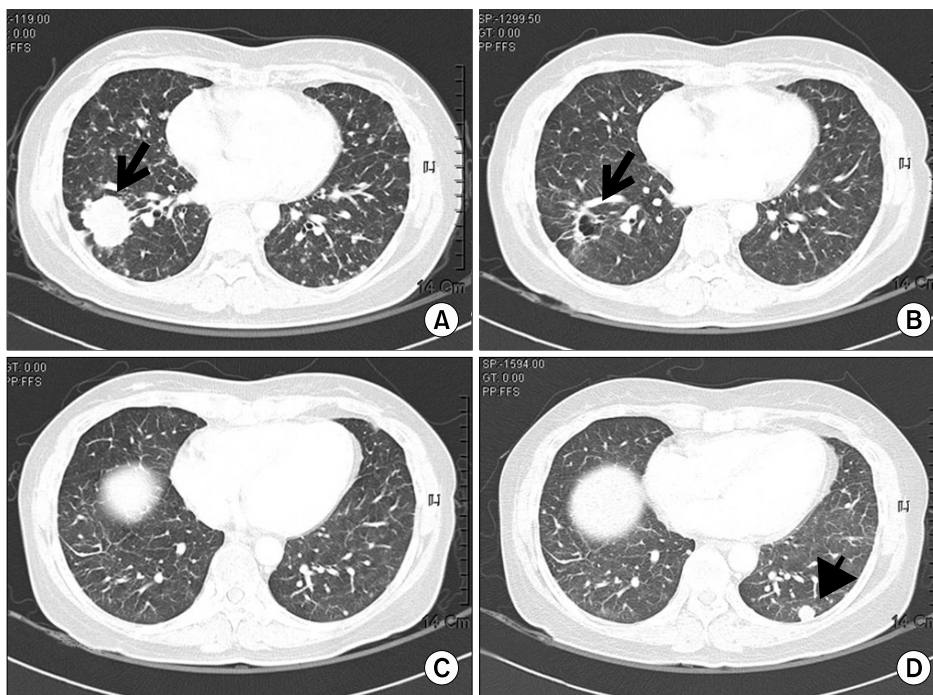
Computed tomography of chest shows (A) a mass in right lower lobe (an arrow) and multiple nodules (May-2008). (B) After erlotinib treatment, the mass was markedly reduced and cavity formation was seen (an arrow, Sep-2008) and (C) multiple tiny nodule in both lungs were noted (Sep-2008). (D) A metastatic nodule had newly appeared in left lower lobe (an arrow head, May-2009).
